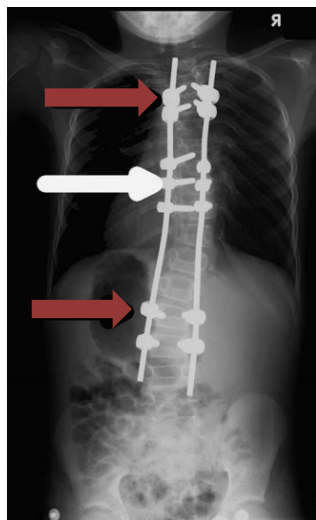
Radiographie coronale de la technique Shilla. Trois niveaux des vertèbres ont été instrumentés (vis pédiculaires fixées aux tiges -flèche blanche-). Les vis supérieures et inférieures (flèche rouge) correspondent aux vis du Shilla qui ne sont pas fixes et aux tiges et qui permettent la croissance longitudinale (modifiée de [79]).
